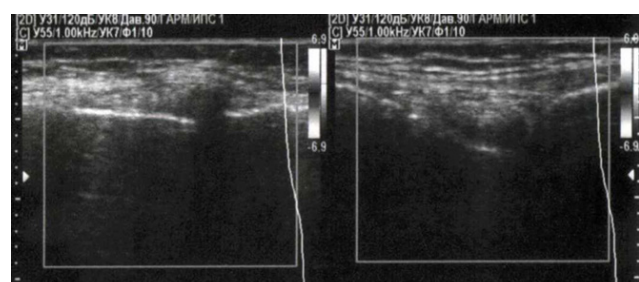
Sonogram. Moderately pronounced marginal osteophytes, subcapsular synovitis
